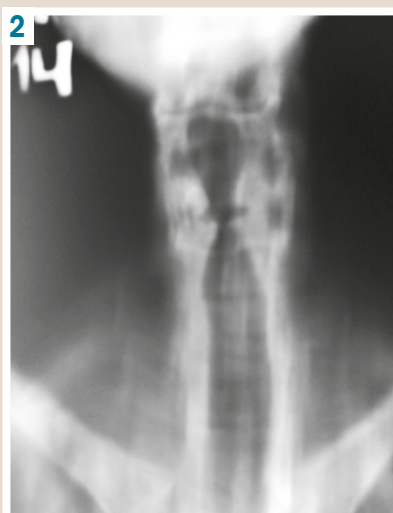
CT of the larynx.
